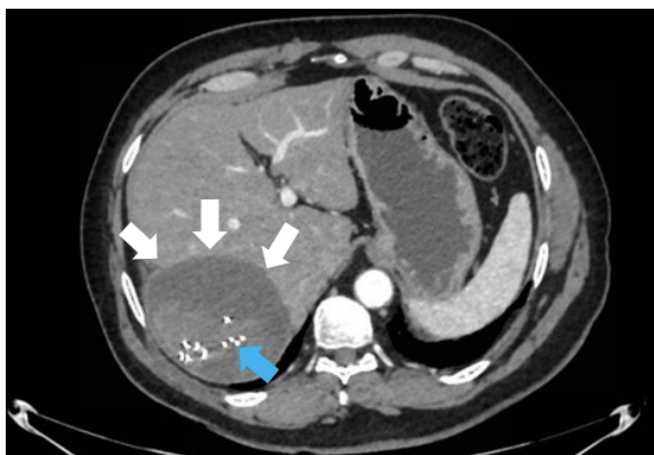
TC contraste intravenoso, corte axial. Lesión ocupante de espacio en segmentos hepáticos VI y VII, en localización subcapsular (flechas blancas), heterogénea, con material de densidad metálica en su interior (flecha azul) y avascular, sobre hígado no cirrótico.
